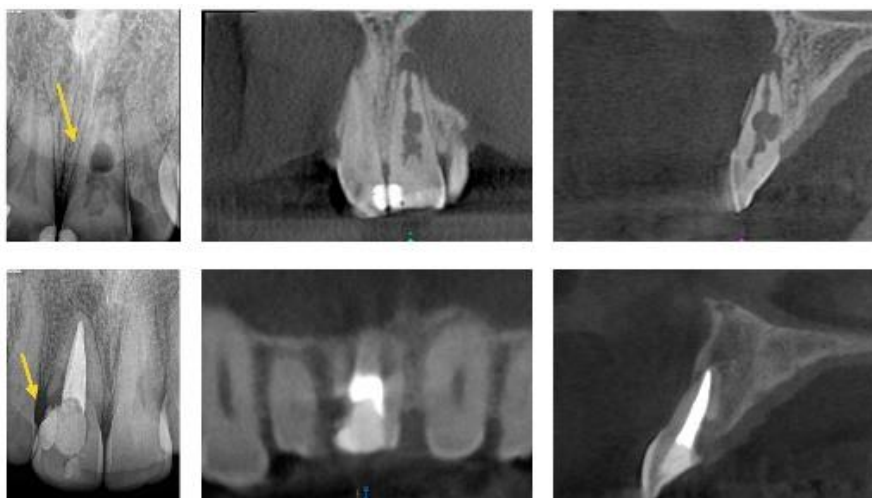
Seguimiento de un tratamiento de conductos y conductos calcificados (Fuente <http://endogalicia.com/wp-content/uploads/2012/08/endogalicia-incisivo-ccalcificado-CBCT-intraop.070.jpg>)
